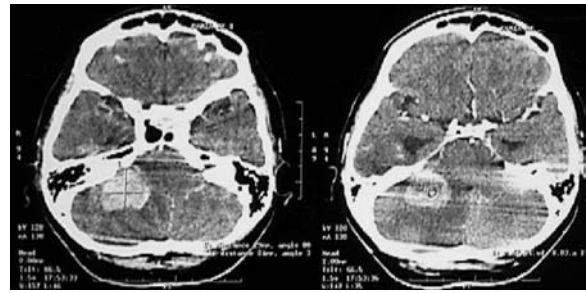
Tomografia computadorizada de crânio evidenciando a lesão no ângulo pontocerebelar direito.
